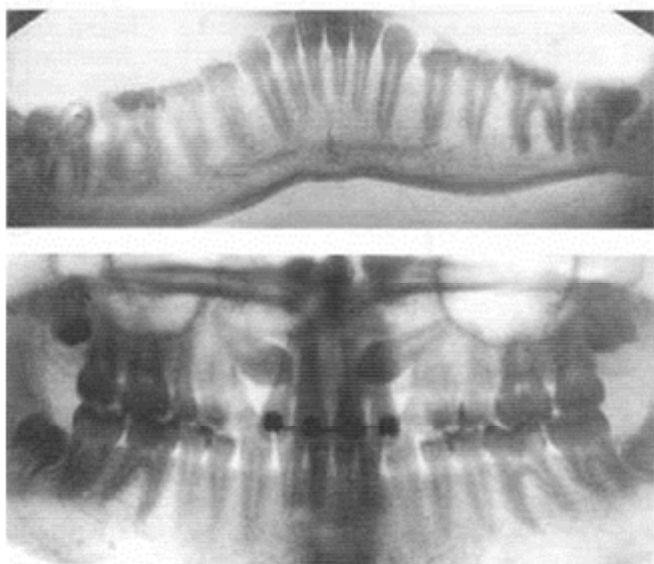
Панорамная рентгенограмма.
